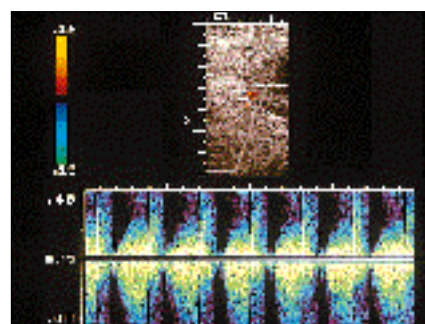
Pseudoaneurysm med virvlande flöde i färgdoppler. Flödet i detta pseudoaneurysm är så långsamt att flöde bara detekteras vid halsen. (Obs! Bilden är felvänd)
